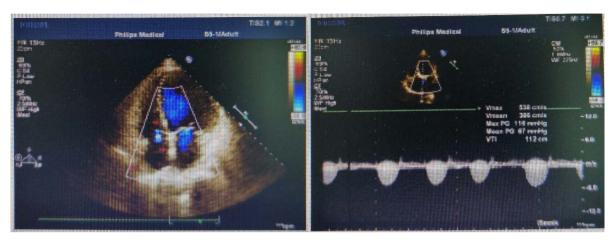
Preoperative cardiac ultrasound showed: The aortic valve orifice was severely stenotic, the mitral and tricuspid valve orifices had mild regurgitation, and the cardiac function was significantly reduced 图 1. 术前心脏超声示: 主动脉瓣口重度狭窄,二尖瓣、三尖瓣口轻度反流、心功能明显减退
